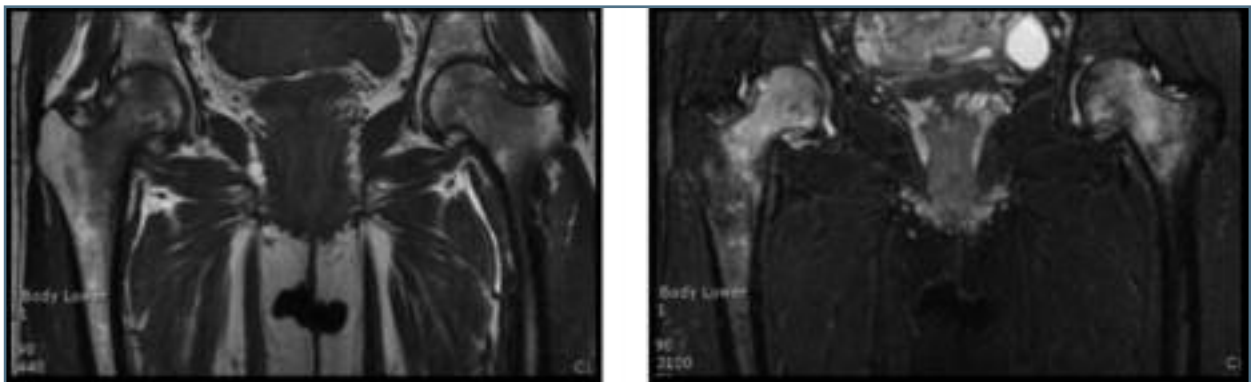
RM realizada 1 semana após o parto, mostrando sinais de Osteoporose
